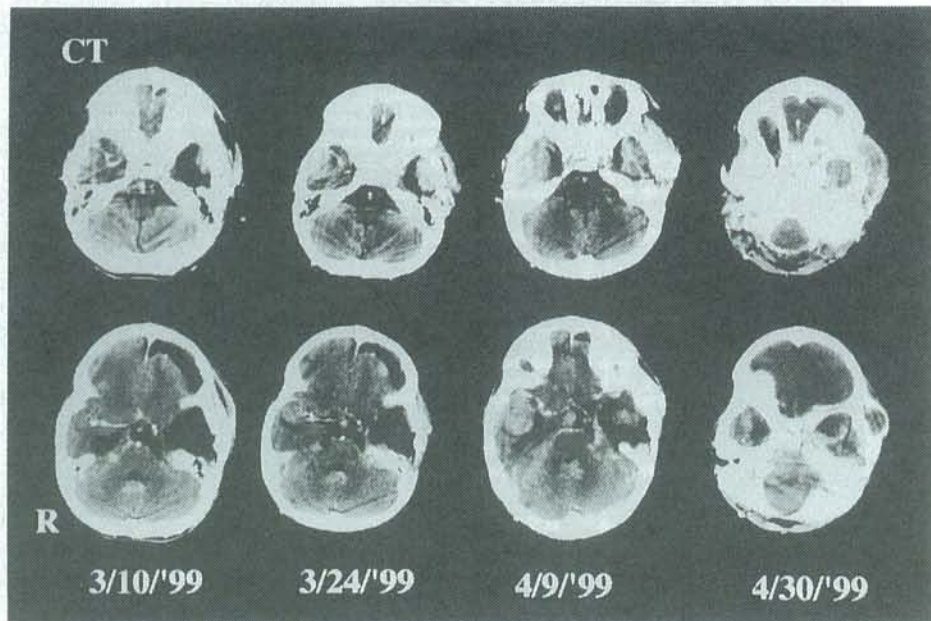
Serial CT scans after the 3rd admission.
